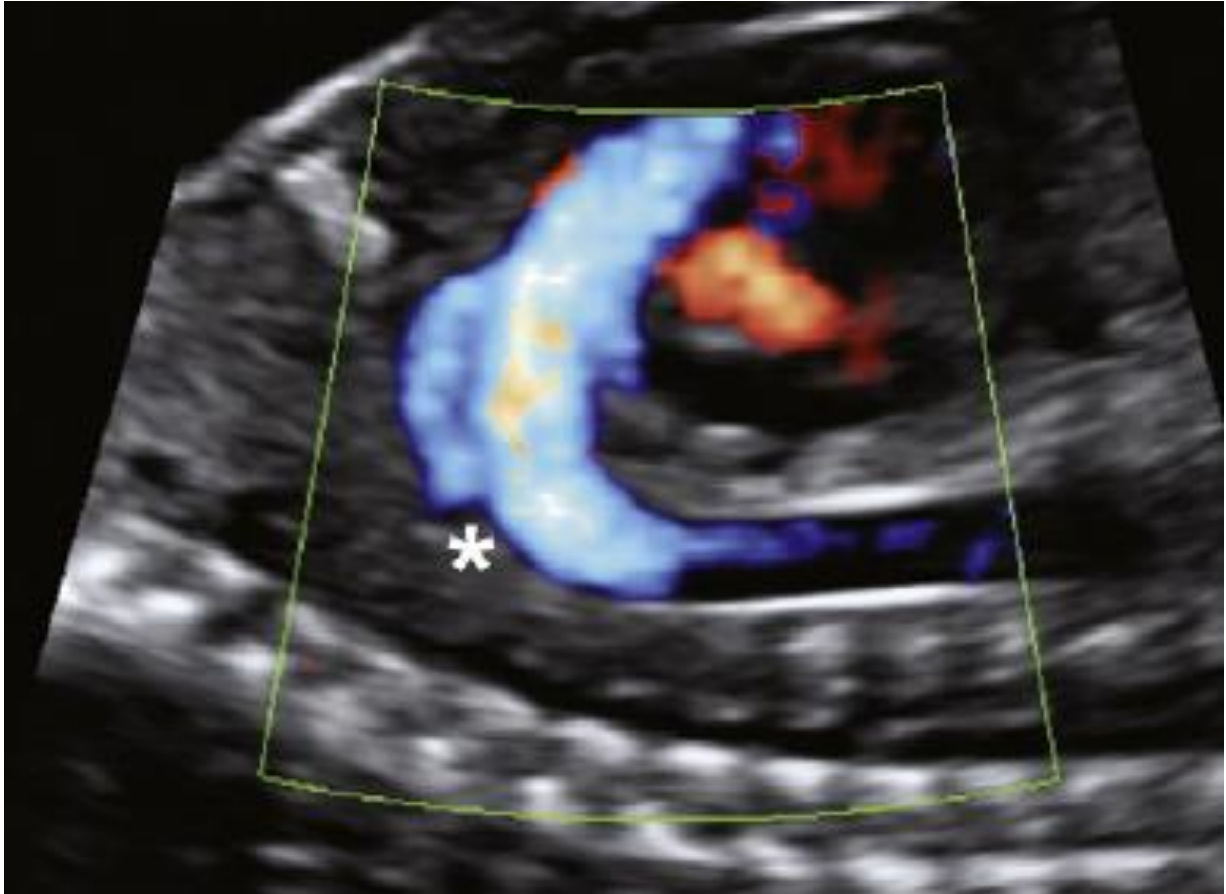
Coupe sagittale oblique en mode doppler chez un fœtus de 30 SA avec indentation de la paroi postérieure de l'isthme aortique ou « shelf » (*).⁸⁶
